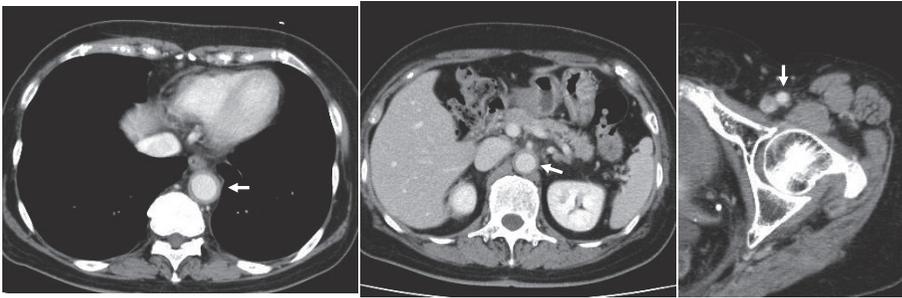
症例2の造影CT：胸腹部大動脈～大腿動脈に壁肥厚と造影効果の増強あり。
